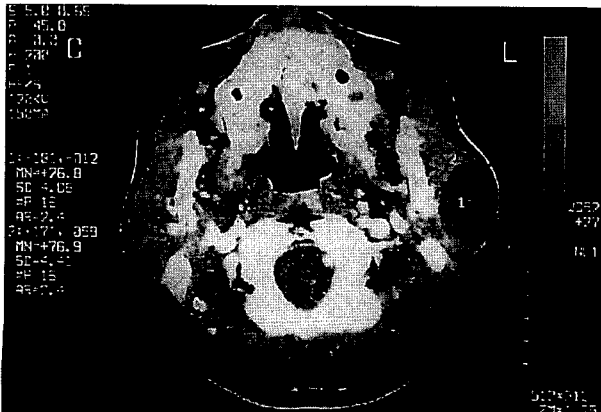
Preoperative CT finding shows parotid mass.
